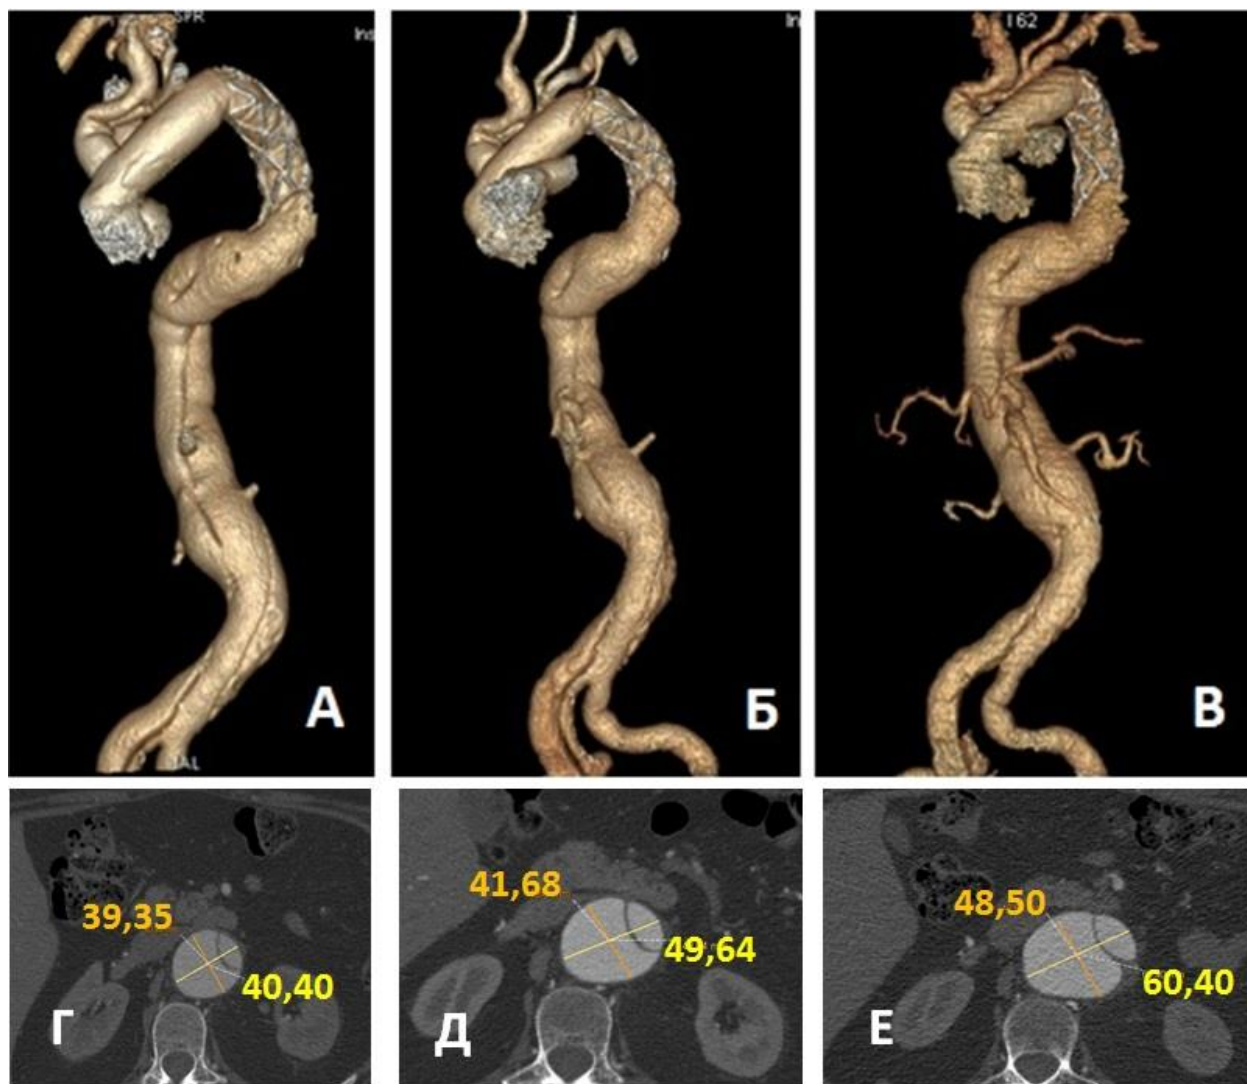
МСКТ-аортография пациентки К. Состояние после гибридного хирургического вмешательства на грудной аорте. Негативное ремоделирование торакоабдоминальной аорты. Трехмерная реконструкция аорты через 6 месяцев (А); 12 месяцев (Б); 24 месяца (В) после операции. Аксиальные срезы аорты проксимальнее почечных артерий на 1 см через 6 месяцев (Г); 12 месяцев (Д); 24 месяца (Е) после операции. Указаны размеры общего диаметра аорты (в миллиметрах)
